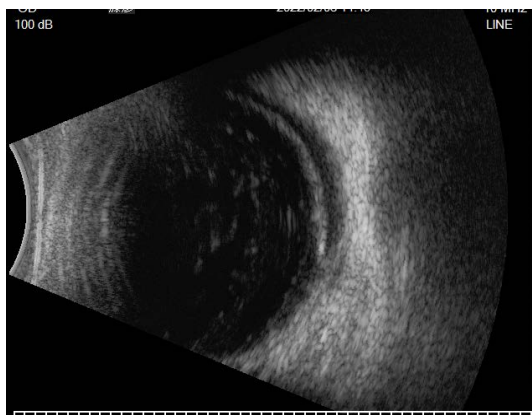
Preoperative B-mode ultrasound in right eye
